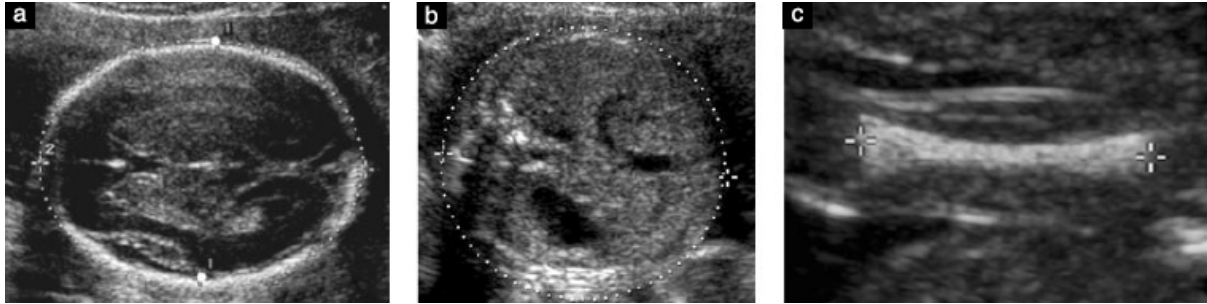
Biometria fetală standard: măsurarea ecografică a diametrului biparietal și a circumferinței craniene (a), a circumferinței abdominale (b) și a lungimii diafizei femurale (c). În acest exemplu, caliperele sunt plasate pe marginile externe și interne ale craniului pentru măsurarea DBP (puncte albe mari în (a)); unele tabele de referință au fost realizate pe baza unor plasări diferite a caliperelor pentru acest parametru (ex. de la marginea externă la marginea internă a craniului).
